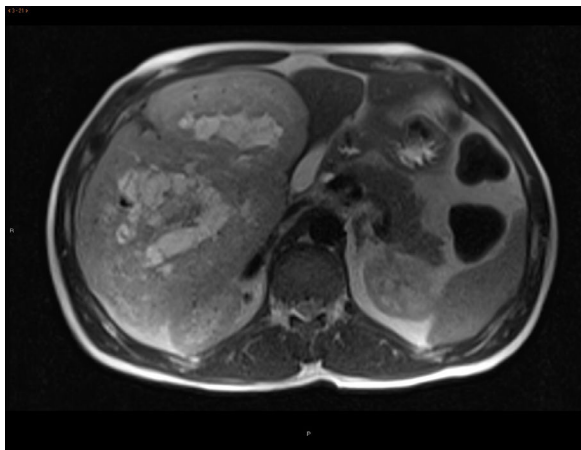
RMN: secuencia potenciada en T2, en plano axial, mostrando una gran masa de bordes bien delimitados, exofítica, dependiente de segmentos hepáticos V-VI, con efecto compresivo sobre estructuras extrahepáticas sin aparente infiltración de las mismas y con área central extensamente necrosada o degeneración quística.
